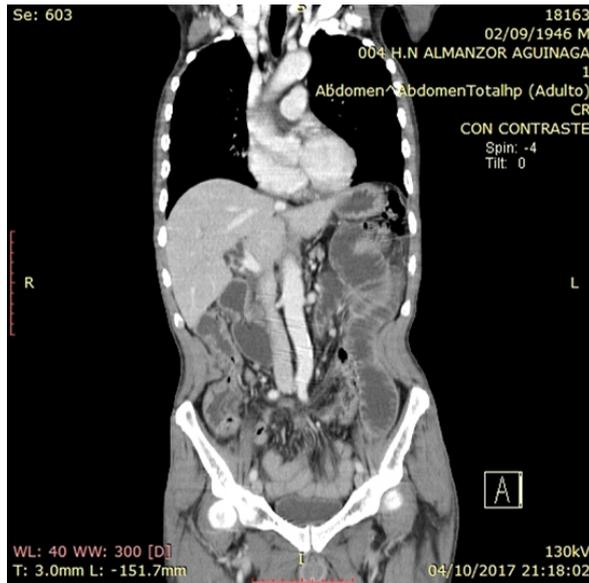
Tomografía pre-operatoria
